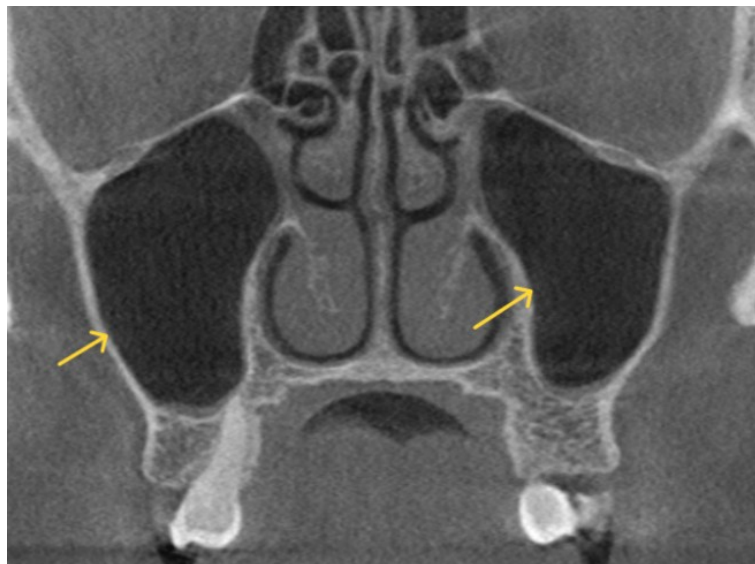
Coupe de cone beam dans le plan frontal illustrant des sinus maxillaires (images obtenues dans le service d'odontologie du CHU de Lille).
